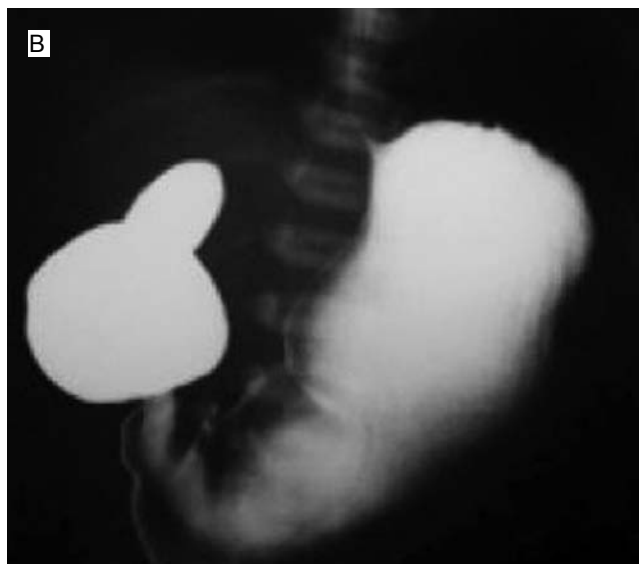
(a) Radiografía de abdomen con paso de contraste a estómago a través de sonda nasogástrica. (b) Doble imagen de contraste dilatando el estómago y el duodeno (signo de doble burbuja).
